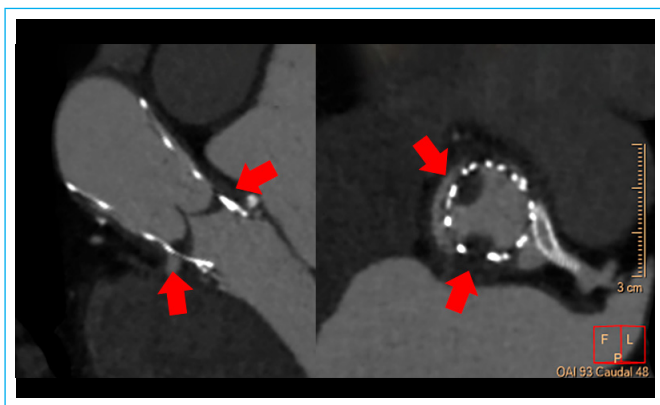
TC cardíaco. Reconstrucción de la TAVI. Imagen de eje largo (izquierda) y de eje corto (derecha). La válvula está colocada de forma estable pero presenta engrosamiento con hipointensidad en la base de los velos no coronario y coronario derecho compatible con trombosis subclínica.
